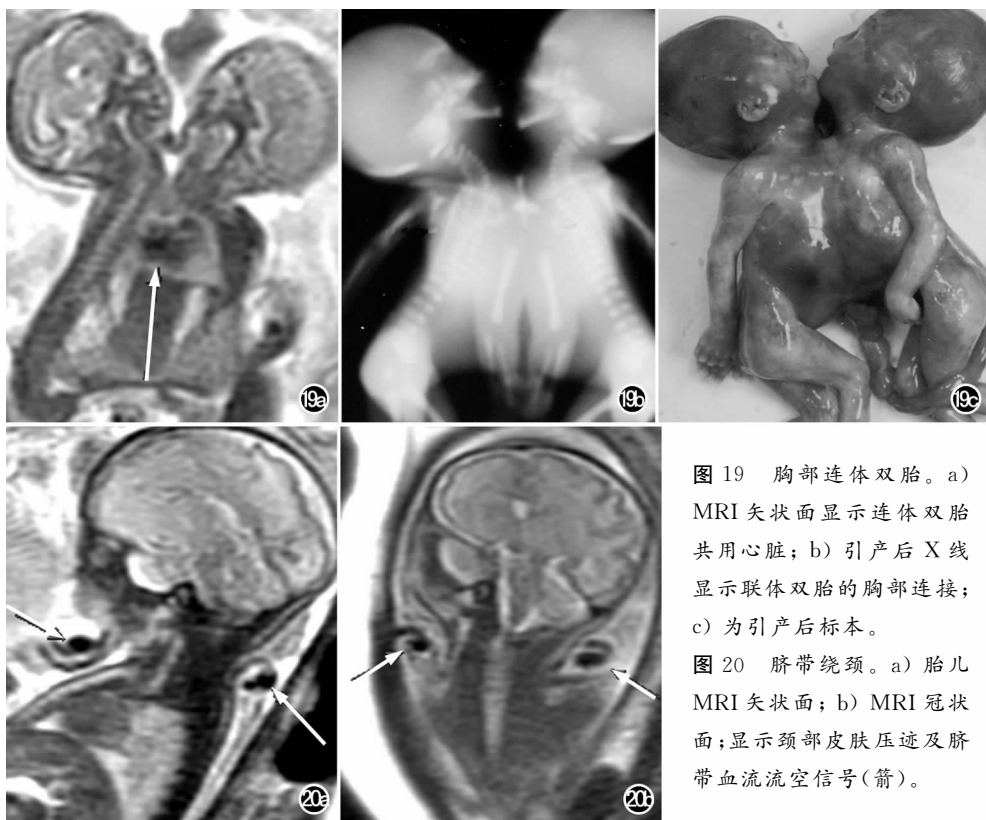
胸部连体双胎。a) MRI 矢状面显示连体双胎共用心脏; b) 引产后 X 线显示联体双胎的胸部连接; c) 为引产后标本。
